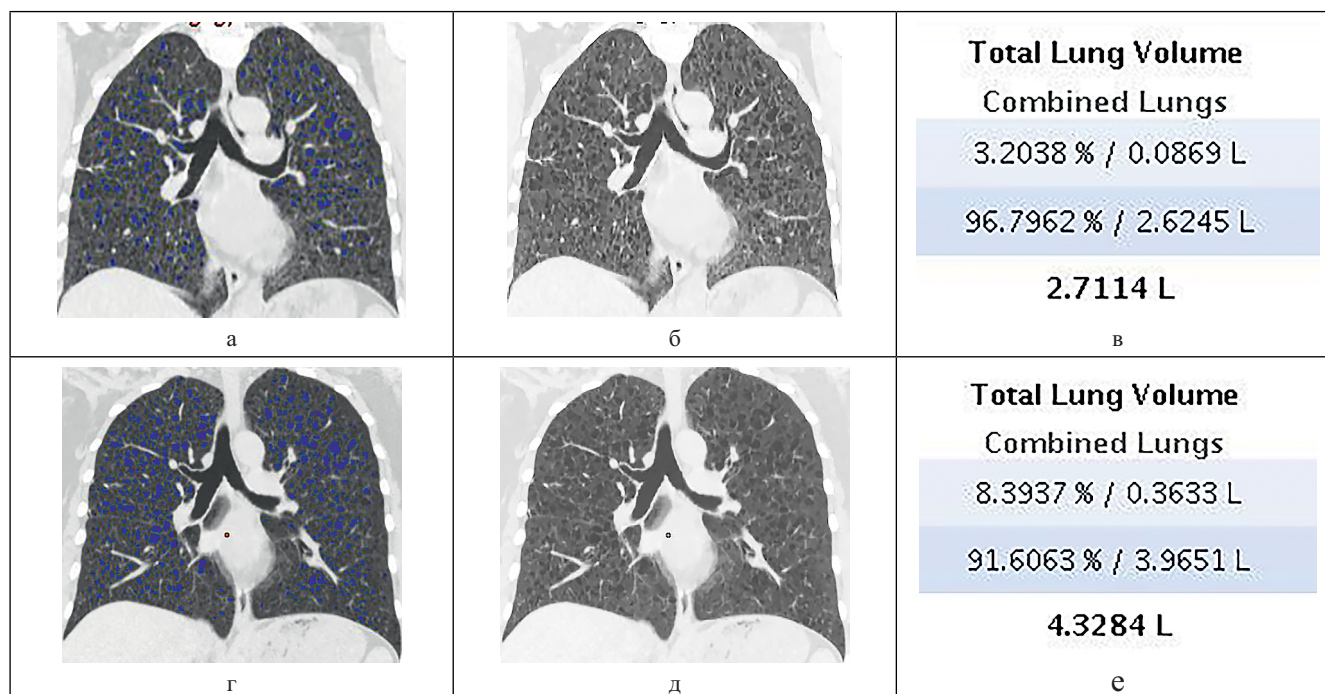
Компьютерные томограммы больной П. (пояснения в тексте)
